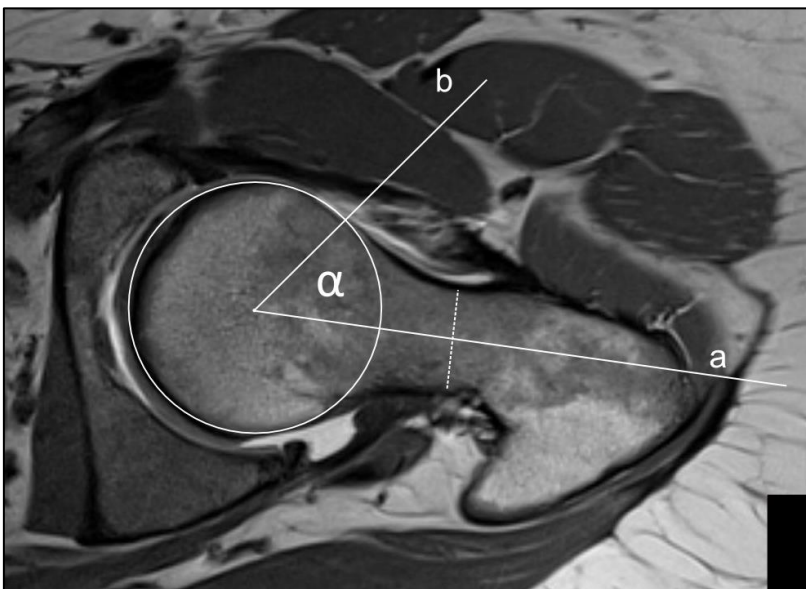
Alpha-Winkel, Ausschnitt MRT-Aufnahme – axiale Schnitfführung
